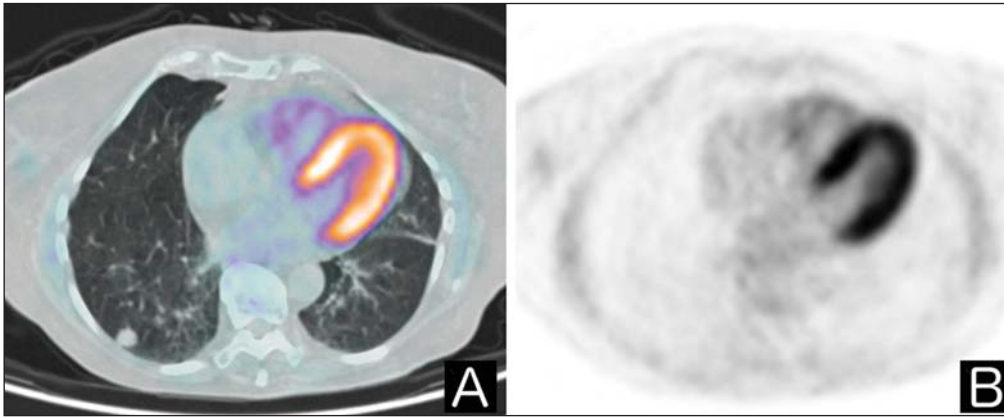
A: Imagem axial de fusão de ¹⁸F-FDG PET/CT. B: Imagem axial PET. Paciente sem história de câncer, encaminhada para investigação de nódulo pulmonar indeterminado. No exame de ¹⁸F-FDG PET/CT o nódulo pulmonar não apresentou acúmulo anômalo do traçador.
